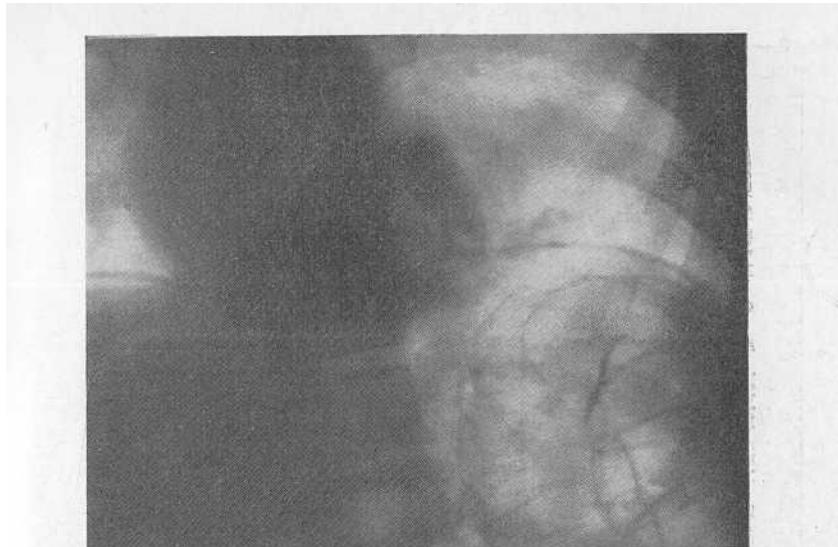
Рентгенограмма того же больного в условиях пневмоторакса. Виден аберрантный сосуд, идущий от аорты к затемнению в нижней доле левого легкого.
